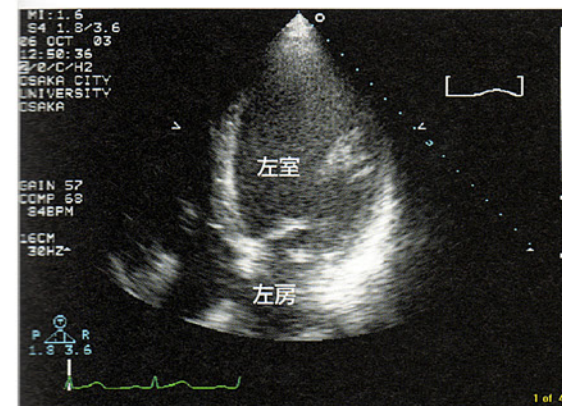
心エコー図, 心尖部四腔断面層像(拡張末期像)
